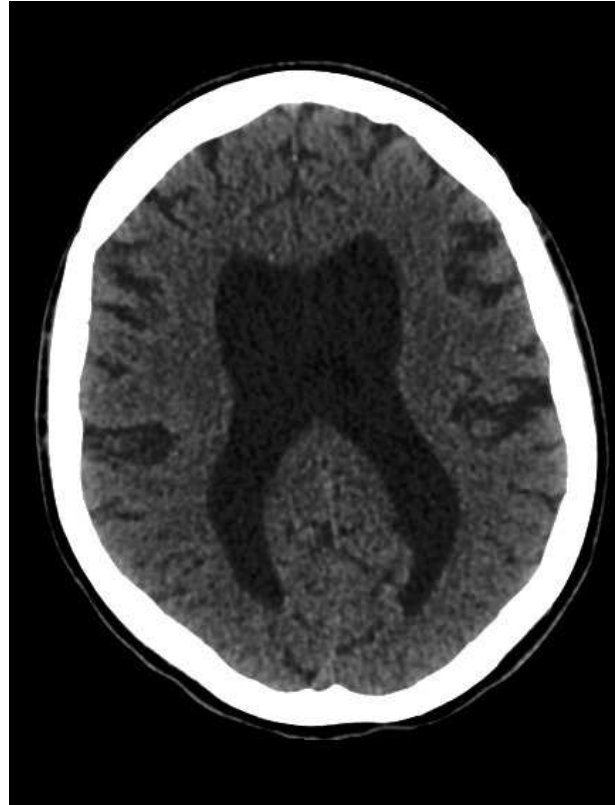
Данные СКТ головного мозга больной К. после 50 дней лечения токсоплазмоза
